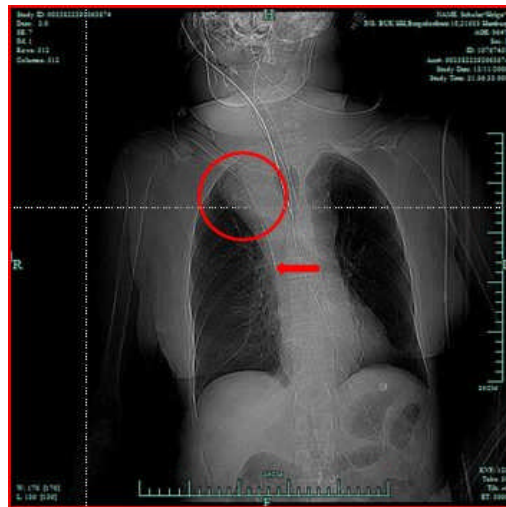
CT-Thorax in der Übersicht bei einer Patientin mit schweren Brandverletzungen und unklarer Blutung im Halsweichteilgewebe nach missglückter zentralvenöser Katheterisierung über die rechte Vena jugularis interna . Korrekte ZVK Lage über die rechte Vena subclavia (roter Pfeil) und ein verbreitertes oberes Mediastinum (roter Kreis)
